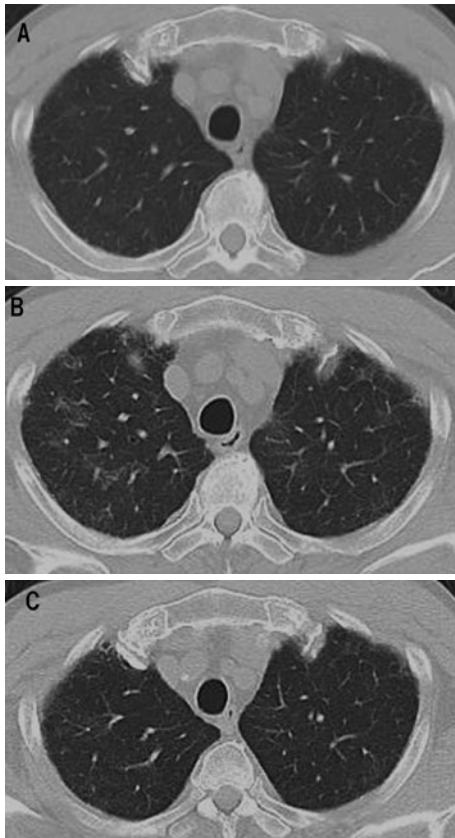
胸部単純CT写真での経過。(A) 腎移植前、(B) 肺障害発症時、(C) 薬剤中止6週間後。Aと比較し、Bでは斑状のすりガラス陰影を認め、Cでは改善を認めた。
